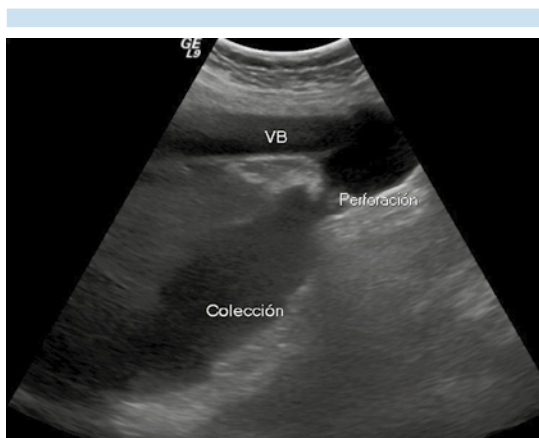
Ultrasonido en modo B: solución de continuidad en la pared posterior de la vesícula por la cual se evidencia extravasación de bilis hacia la cavidad abdominal.
